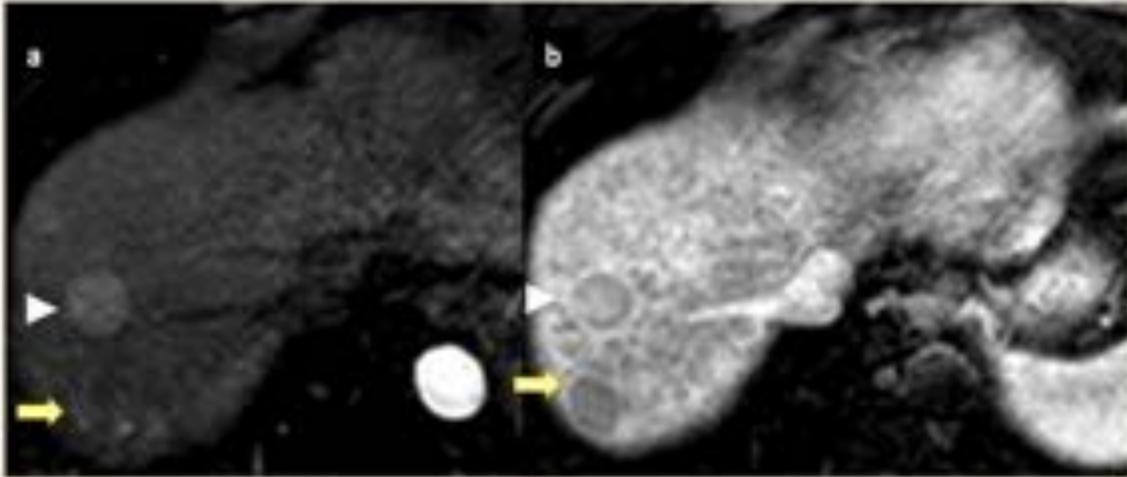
RM secuencias potenciadas en T1 con gadolinio. Dos observaciones : una de 27 mm en segmento VII con realce arterial seguido de lavado en fase portal y apariencia en cápsula (cabeza de flecha) : LR5 . Otra observación inferior a la previa de 22 mm con realce arterial heterogéneo seguido de lavado en fase portal : LR 4 (flecha amarilla).
